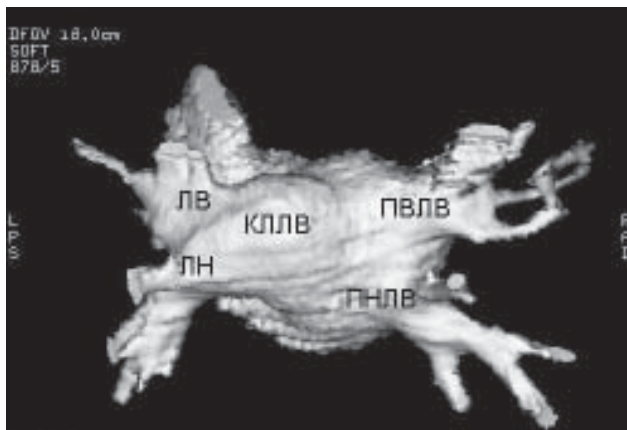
Спиральная компьютерная томография ЛП. КолВ - коллектор лёгочных вен (ЛВ), ЛВЛВ - левая верхняя ЛВ, ЛНЛВ - левая нижняя ЛВ, ПВЛВ - правая верхняя ЛВ, ПНЛВ - правая нижняя ЛВ.
